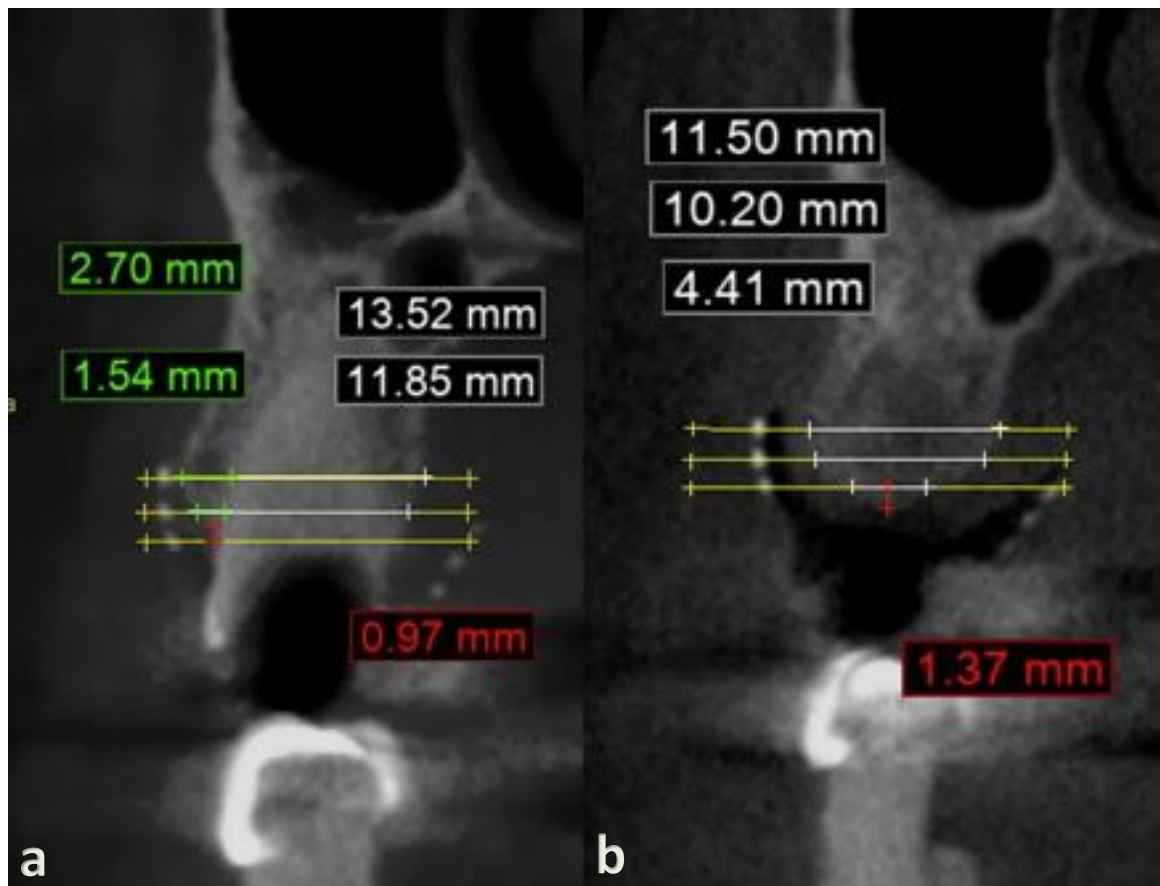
Medidas en CBCT. a) Toma de medidas por medio de CBT prequirúrgicas, líneas amarillas referencia, líneas verdes grosor tabla vestibular, línea roja distancia cresta, líneas blancas anchos grosor tejido oseo vestibular a palatino b) Toma de medidas por medio de CBCTpost quirúrgicas. Líneas amarillas referencia, líneas blancas ancho reborde vestibulo-palatino/lingual, línea roja ganancia vertical.
